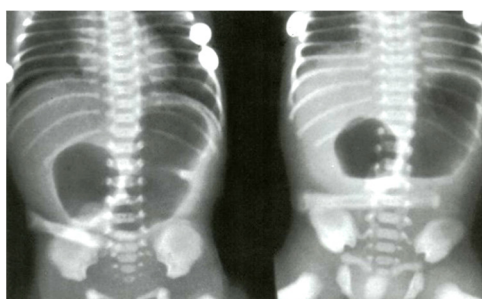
Atrezie de duoden – Radiografie aspect de “double bubble”.
